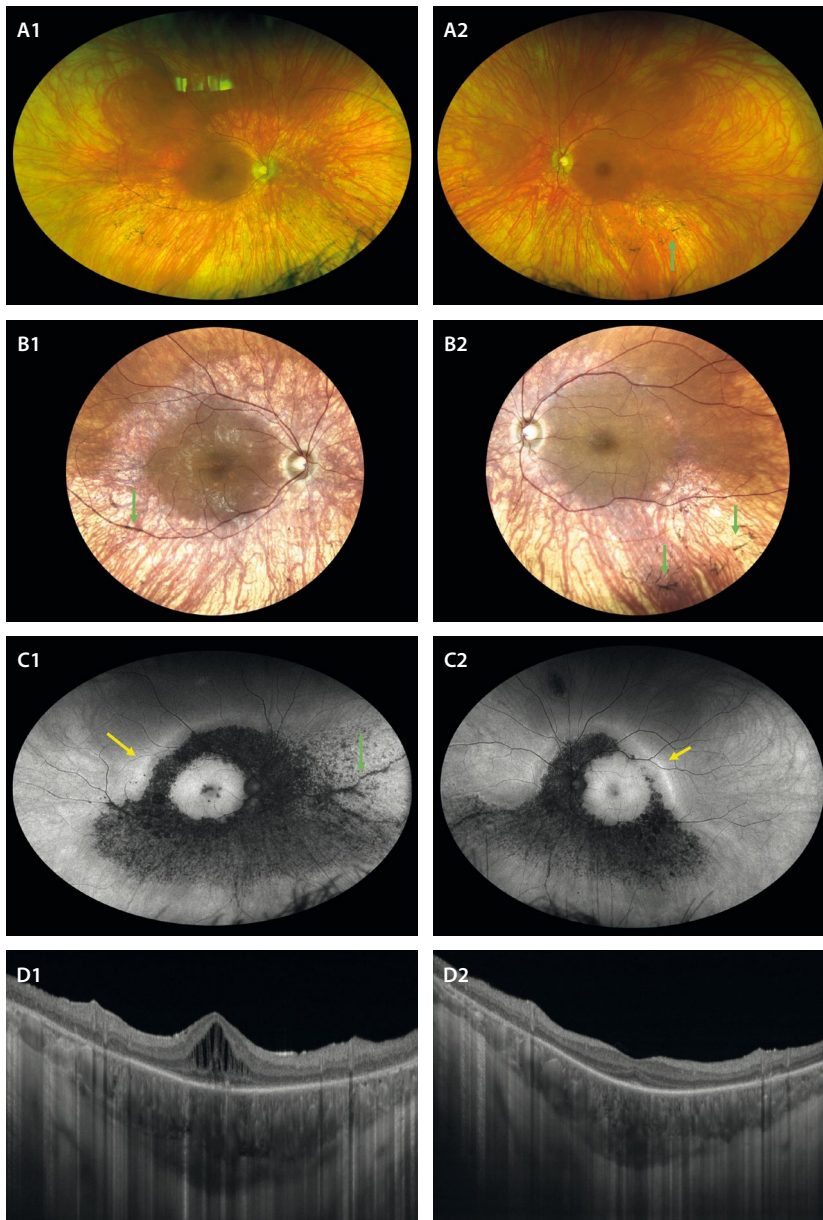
Retinosis pigmentaria con edema macular. Mujer de 40 años, con nictalopía y pérdida de visión del ojo derecho (agudeza visual de este ojo: 0.3). A1 y A2) En la retinografía se aprecia un fondo de ojo hipopigmentado, con escasas espículas óseas en la periferia media inferior (flecha verde, A2 y B2) de manera sectorial. B1 y B2) Sistemas de láser confocal de barrido (c-SLO) permiten detectar estas transiciones con más facilidad e identificar fácilmente el pigmento, situado también a nivel perivasculares (flecha verde, B1). C1 y C2) La autofluorescencia detecta esas áreas sectoriales de afectación como áreas hipoautofluorescentes granulares, observándose también cambios hipoautofluorescentes perivasculares (flecha verde). Destaca la preservación del polo posterior, así como una línea hiperautofluorescente de avance (flecha amarilla). D1 y D2) La tomografía de coherencia óptica del ojo derecho (D1) detecta la presencia de edema macular cistoide. En el ojo izquierdo, se aprecia una atenuación de las capas externas parafoveales con preservación foveal.
